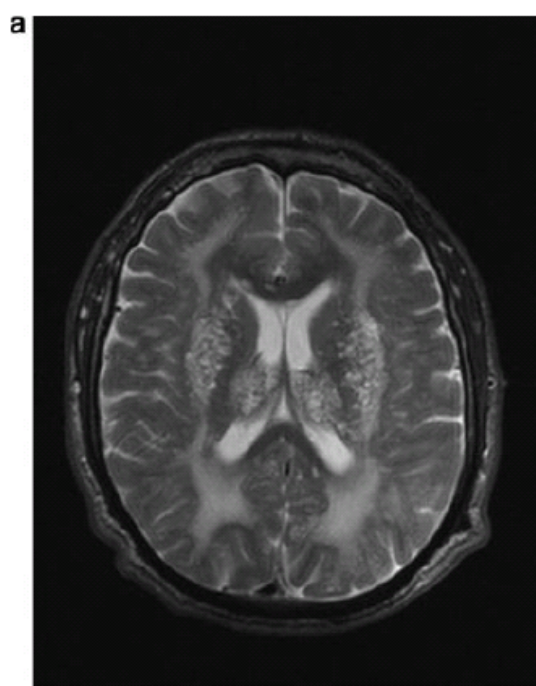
a: Axial T2-weighted image shows diffuse WM lesions and multiple dilated perivascular spaces in the basal ganglia. b: Sagittal T2-weighted image shows severe spinal diffusely involving the cervical segment, odontoid dysplasia, dural thickening and cord compression.
